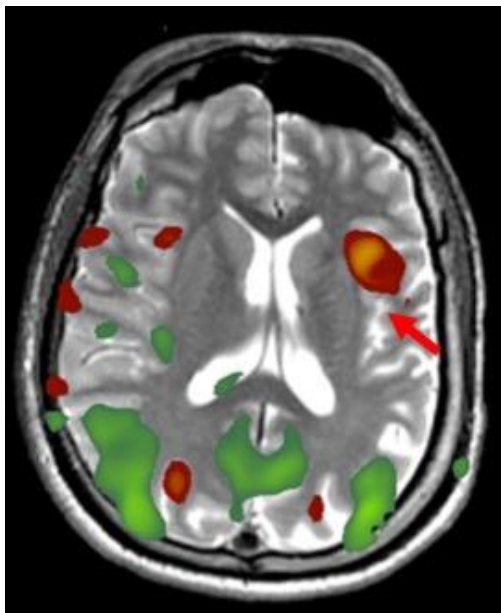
En esta RM cerebral se observa parte de la desconexión realizada. Las vías que conectan el hemisferio cerebral izquierdo y el derecho han sido desconectadas. En este caso también se ha resecado parte de la región perinsular izquierda, respetando el resto del parénquima cerebral en el hemisferio izquierdo.
